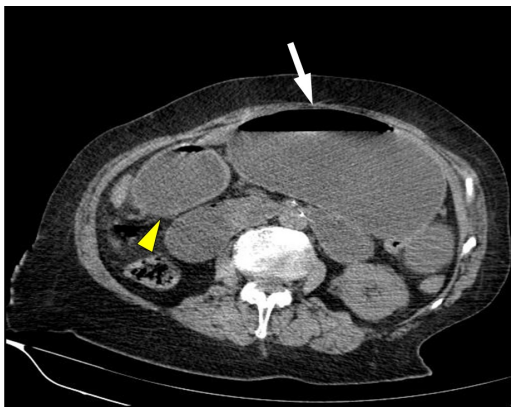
TC de abdome não contrastada, no plano axial, demonstrando exuberante distensão gástrica (seta branca) e de alças duodenais (cabeça de seta amarela), com presença de nível hidroaéreo.
